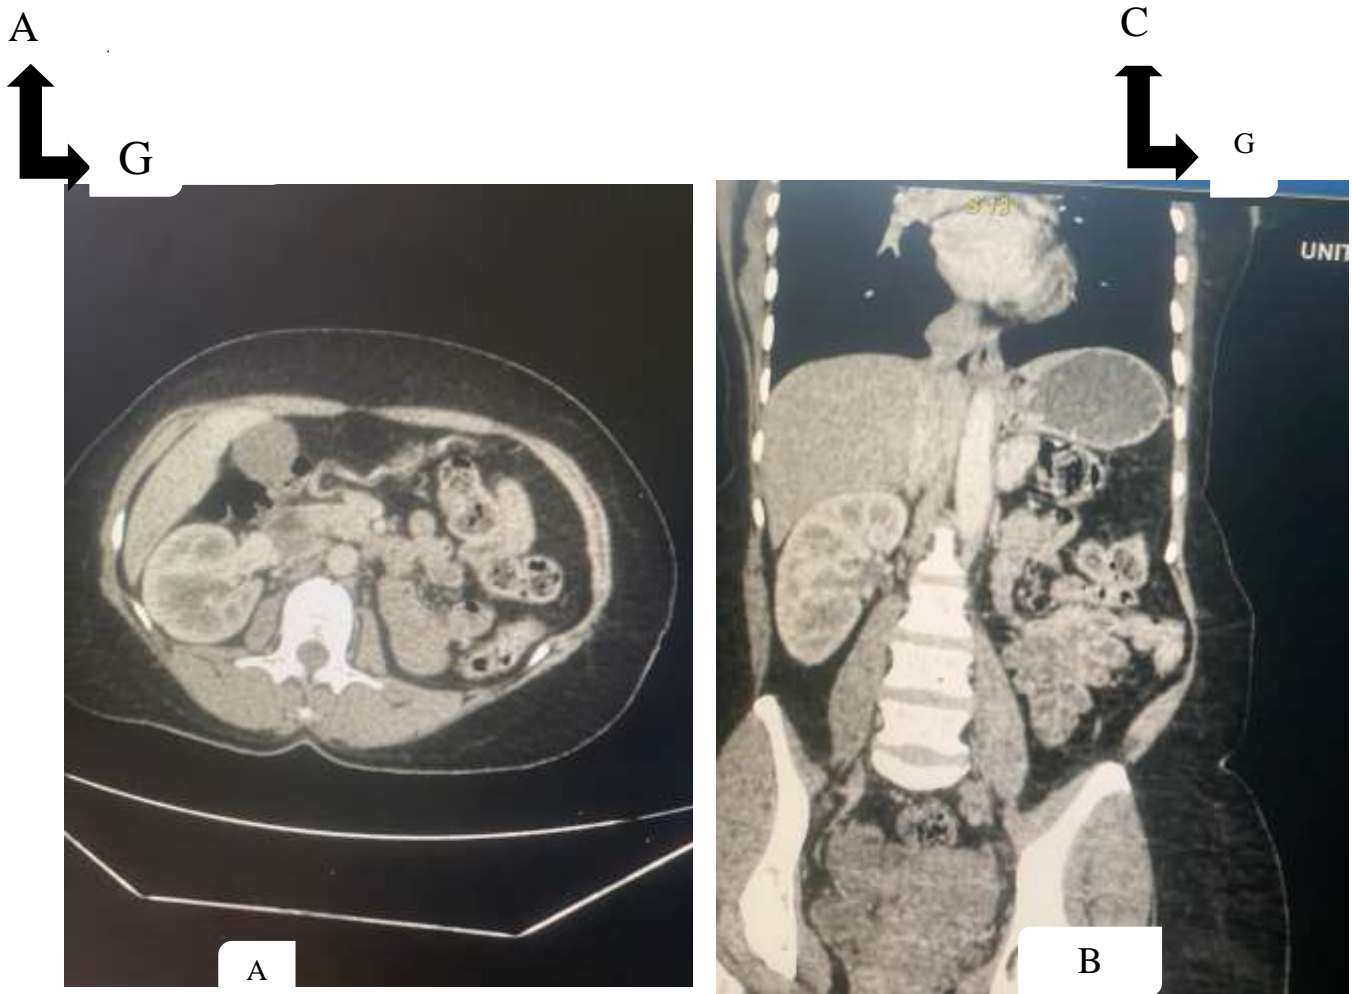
observation 2 : Mr F T âgé de 58ans admis au service pour lithiase rénale droite à l'échographie ceux qui une URO-TDM a été réalisée sans injection de PDC (A : coupe axiale, B : reconstruction coronal) mettant en évidence en fenêtre parenchymateuse d'une image lithiasique au niveau du rein droit de densité 400 UH, mesurant 9,4 mm de diamètre maximal sans dilatation des cavités pyélocalicielles= lithiase rénale droite non obstructive.
